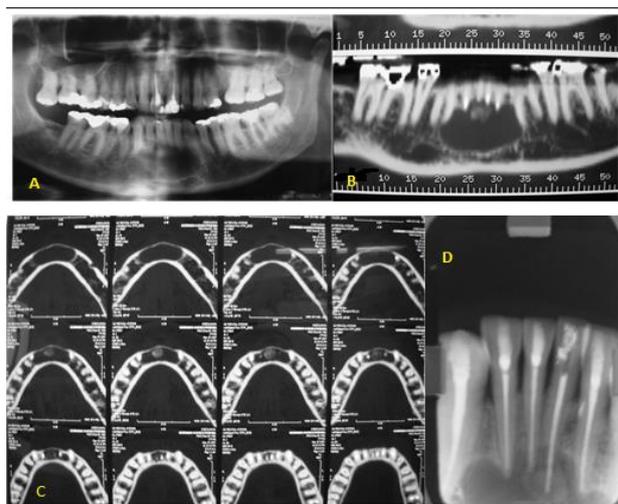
Aspecto Radiográfico: A- Ortopantomo-grafia Inicial; B e C- Tomografia de feixe cônico; D- Radiografia periapical.
